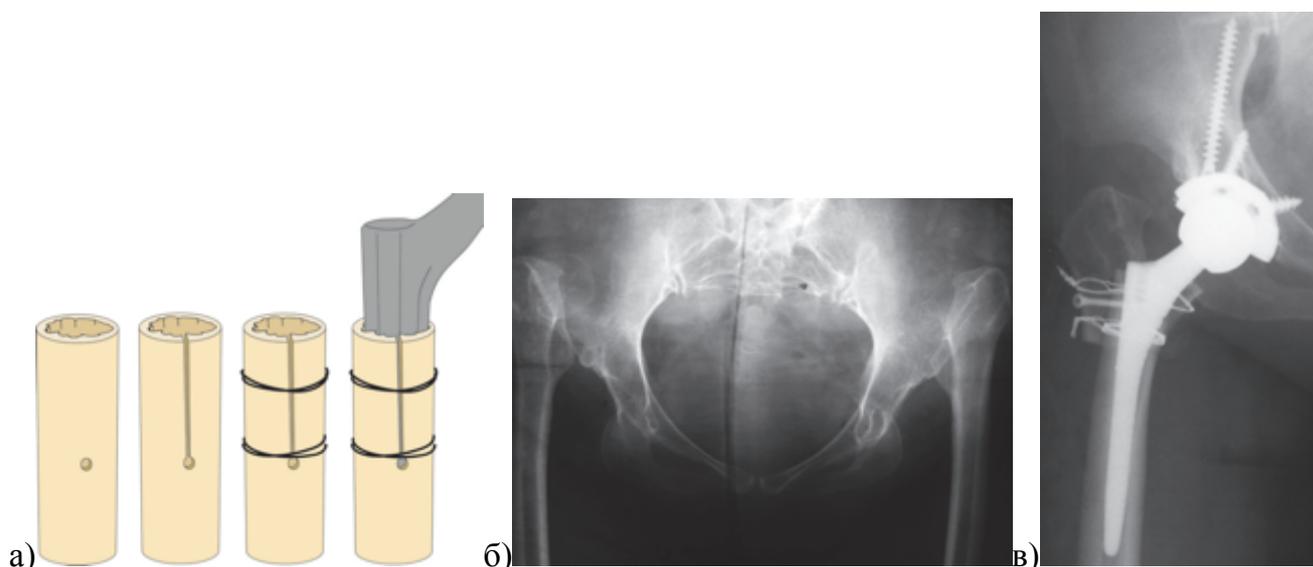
Управляемая остеотомия бедренной кости при крайне узком канале (а); Рентгенограммы пациентки с двухсторонним высоким вывихом бедра, тип Crowe IV (тип С2 по Hartofilakidis): б – обзорная рентгенограмма таза до операции; в – выполнена управляемая остеотомия бедренной кости и установлена диспластическая ножка Corail (DePuy)
